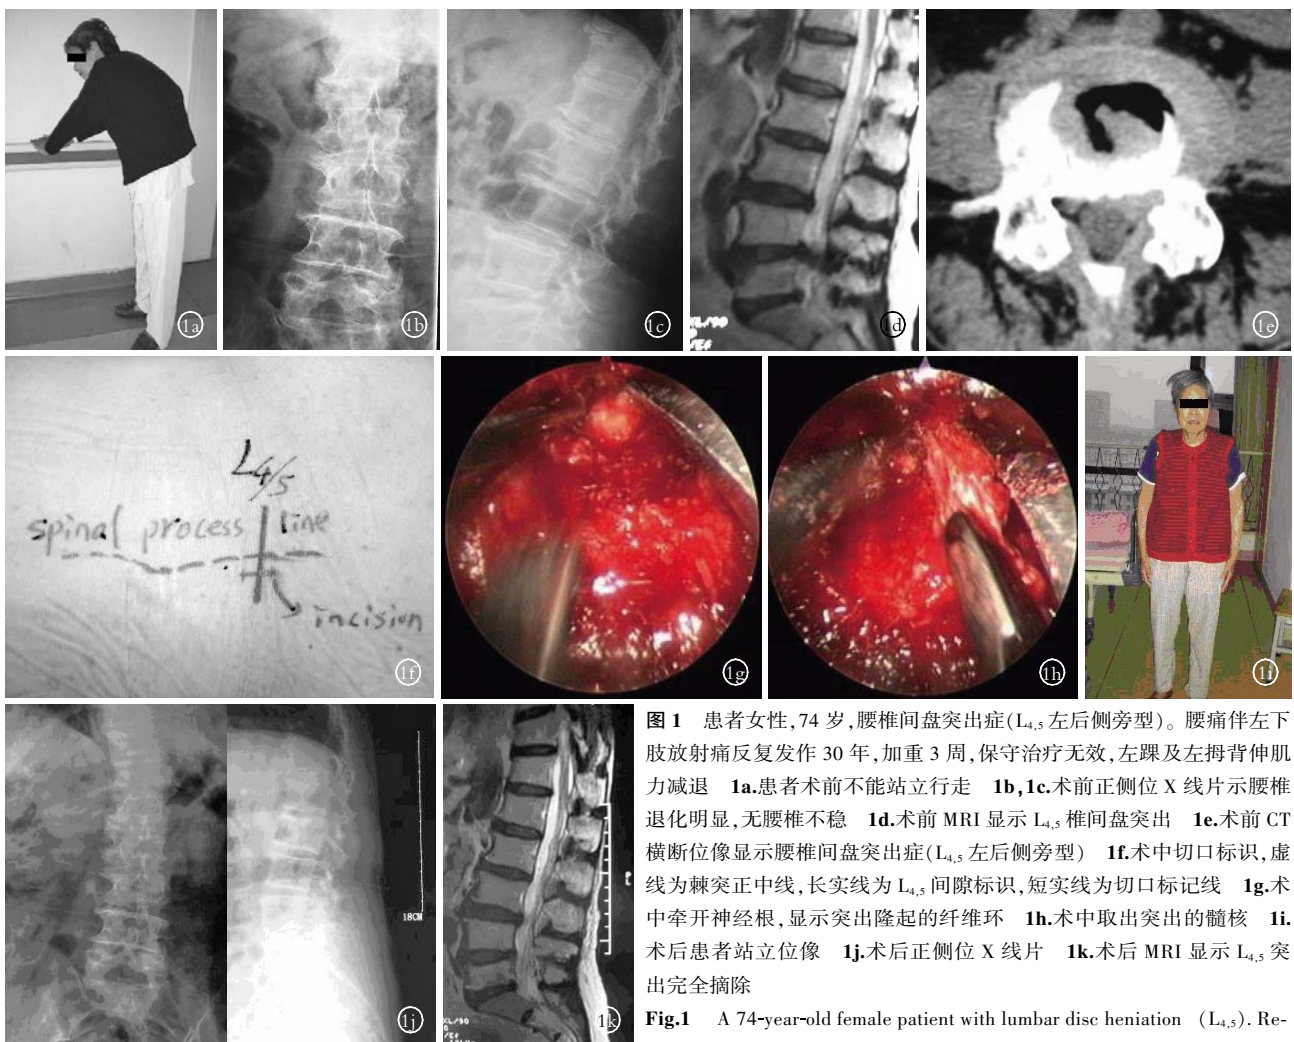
患者女性, 74 岁, 腰椎间盘突出症 (L_{4,5} 左后侧旁型)。腰痛伴左下肢放射痛反复发作 30 年, 加重 3 周, 保守治疗无效, 左踝及左拇背伸肌力减退 1a。患者术前不能站立行走 1b, 1c。术前正侧位 X 线片示腰椎退化明显, 无腰椎不稳 1d。术前 MRI 显示 L_{4,5} 椎间盘突出 1e。术前 CT 横断位像显示腰椎间盘突出症 (L_{4,5} 左后侧旁型) 1f。术中切口标识, 虚线为棘突正中线, 长实线为 L_{4,5} 间隙标识, 短实线为切口标记线 1g。术中牵开神经根, 显示突出隆起的纤维环 1h。术中取出突出的髓核 1i。术后患者站立位像 1j。术后正侧位 X 线片 1k。术后 MRI 显示 L_{4,5} 突出完全摘除
